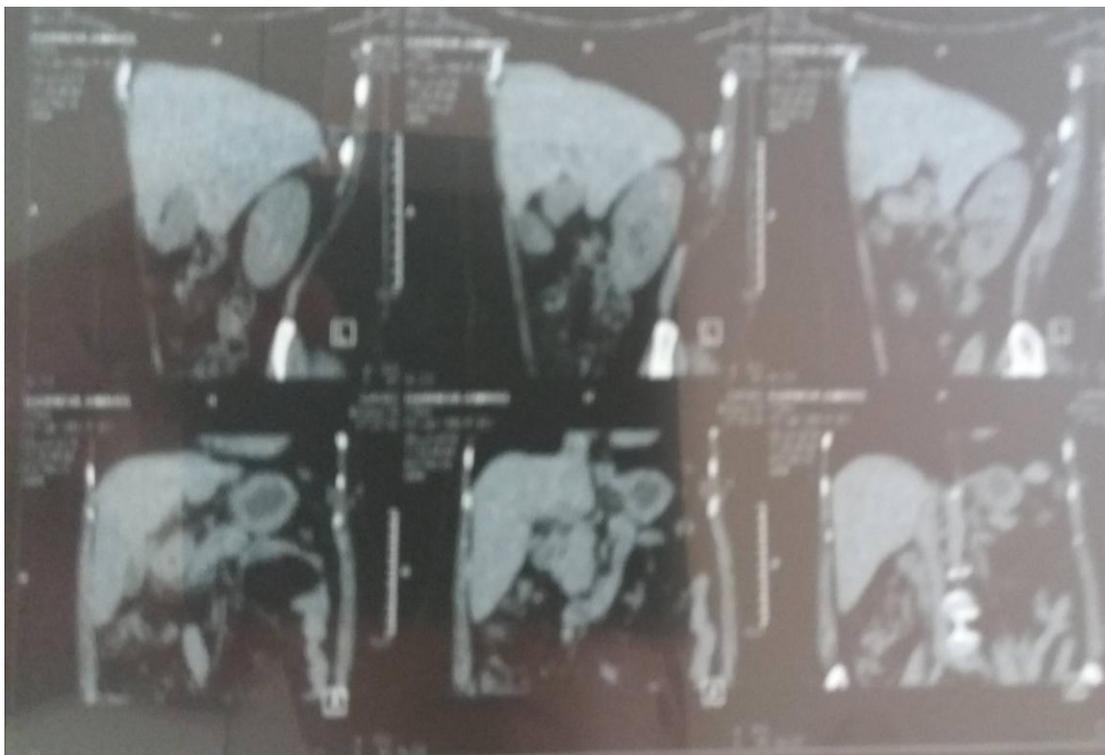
Тот же больная МСКТ Заключение.
